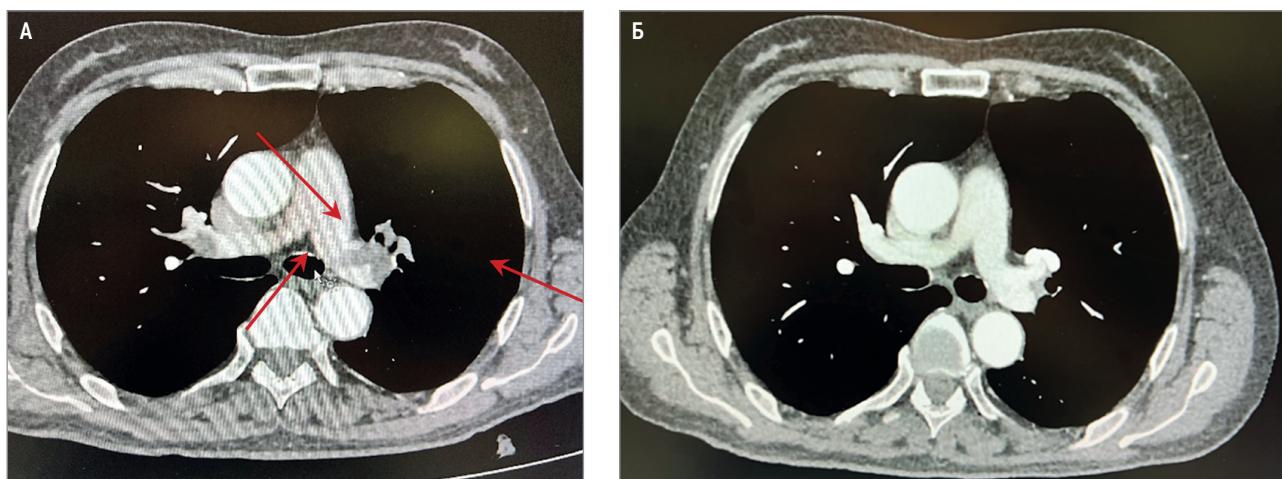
Картина двусторонней тромбоземболии легочной артерии: А – тромбы в стволе левой легочной артерии, долевых артериях обеих легких; признаки легочной гипертензии; Б – лизис крупных тромбов в долевых артериях с обеих сторон после сеанса тромболитического лечения. Мультиспиральная компьютерная томографическая легочная ангиография
